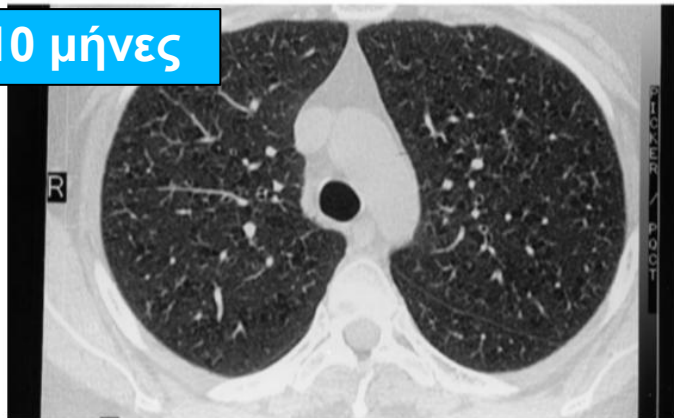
Lung HRCT from patient 1. At the time of presentation, there are multiple widely distributed small nodules, many of which show central cavitation (*top, A*). Five months later, the extensive nodularity of the previous HRCT had improved (*center, B*). Ten months after first presentation, there has been almost complete resolution of the nodular disease with only mild residual hypodensity in the upper lobes (*bottom, C*).
